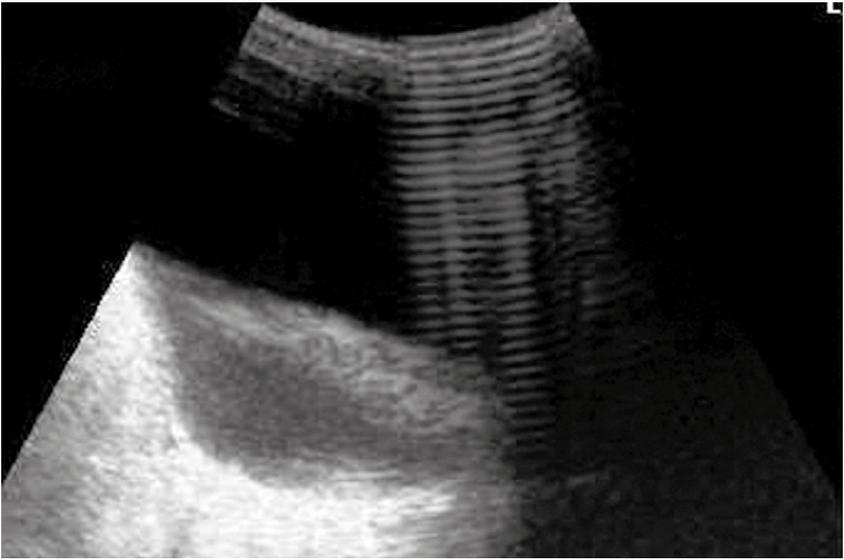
Ecografía transversal de la vejiga que demuestra un artefacto por reverberación a la derecha de la imagen.
